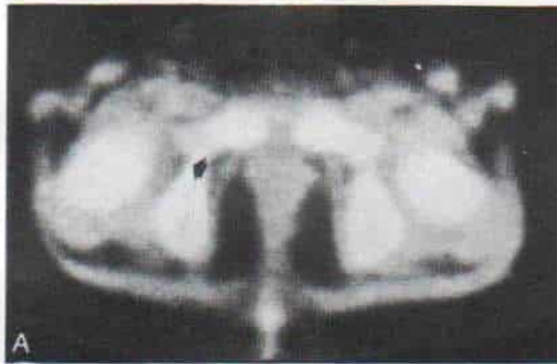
Tomografía computarizada que indica el pulvinar, que es tejido fibrograso.
